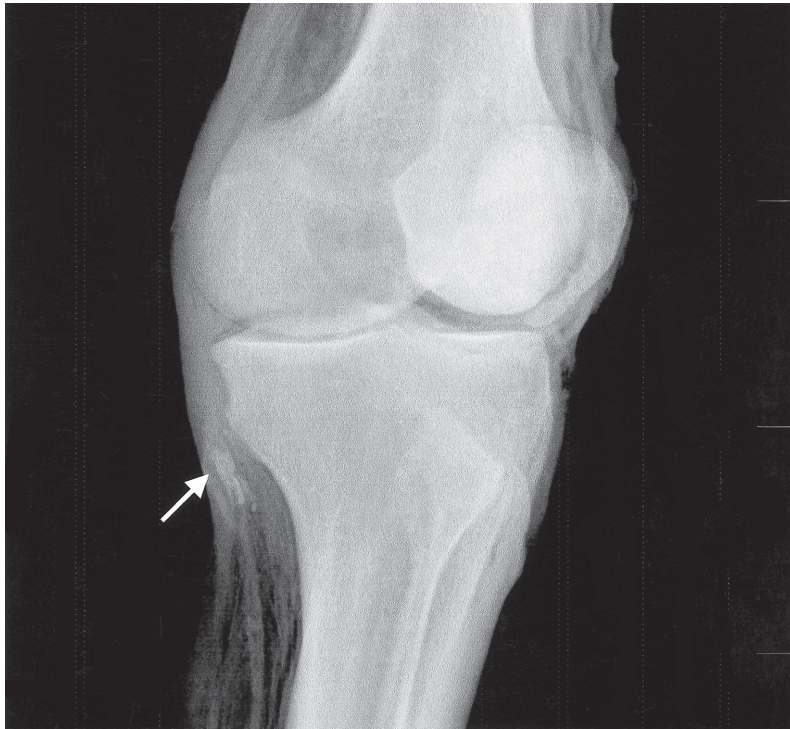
Röntgenaufnahme des linken Kniegelenks der Mumie aus den Öztaler Alpen. In den Weichteilen unter der Haut befindet sich ein inhomogener Fremdkörper.
